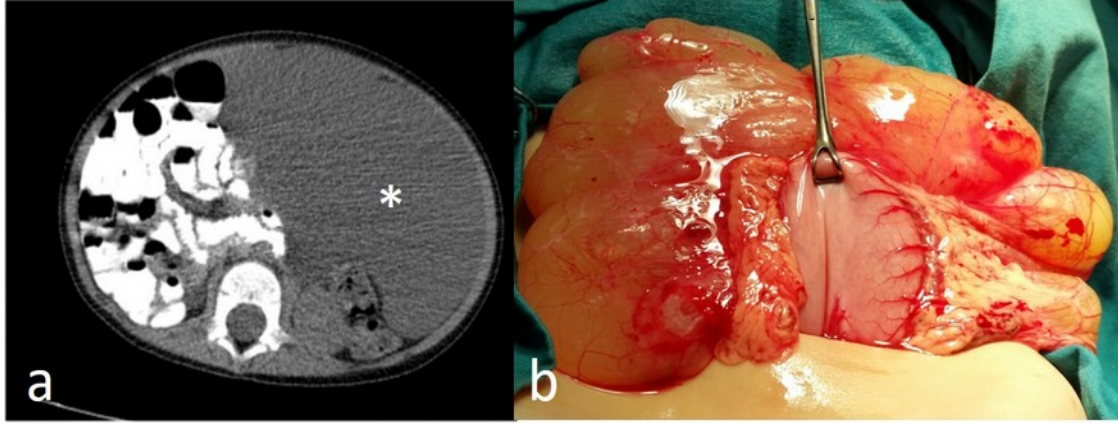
Karında şişlik şikayeti ile başvuran 4,5 yaşında kız hasta. BT'de 6x5 cm boyutlarında kistik oluşum (*) görüldü
